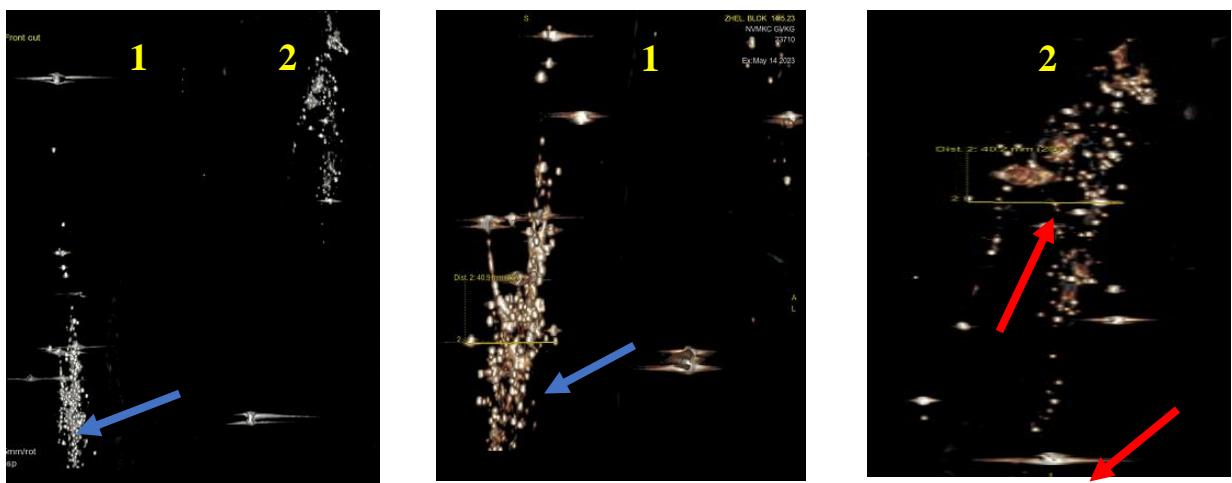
Томограми РК₁ та РК₂ в 3D реконструкції (вимірювання глибини каналів)
